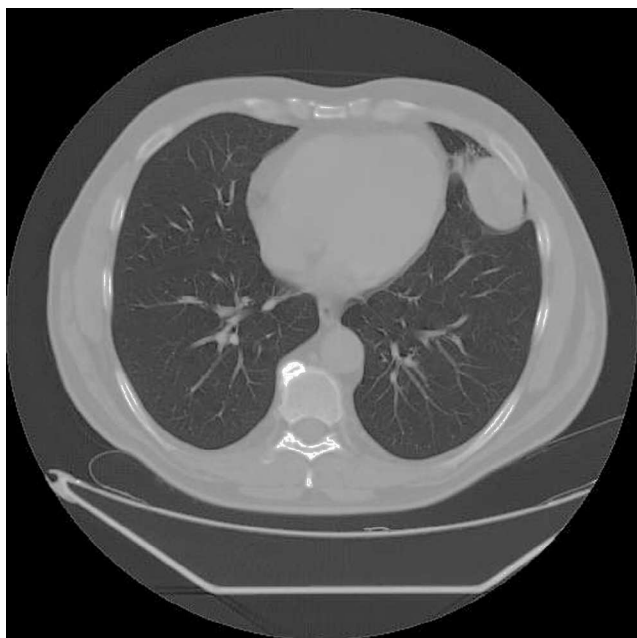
Tomografía computarizada multicorte que muestra un nódulo pulmonar redondo homogéneo e intraparenquimatoso con localización periférica en la língula del pulmón izquierdo. La lesión está en contacto con el pericardio y la pleura parietal.
